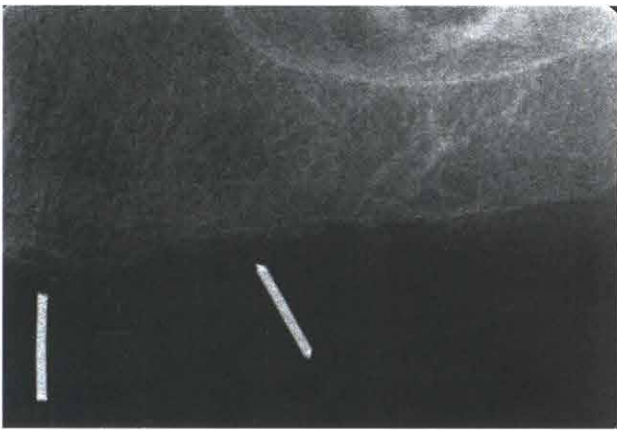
X线片上手术导板所显示的位置:金属棒的位置表明种植体的轴向位置并不理想
